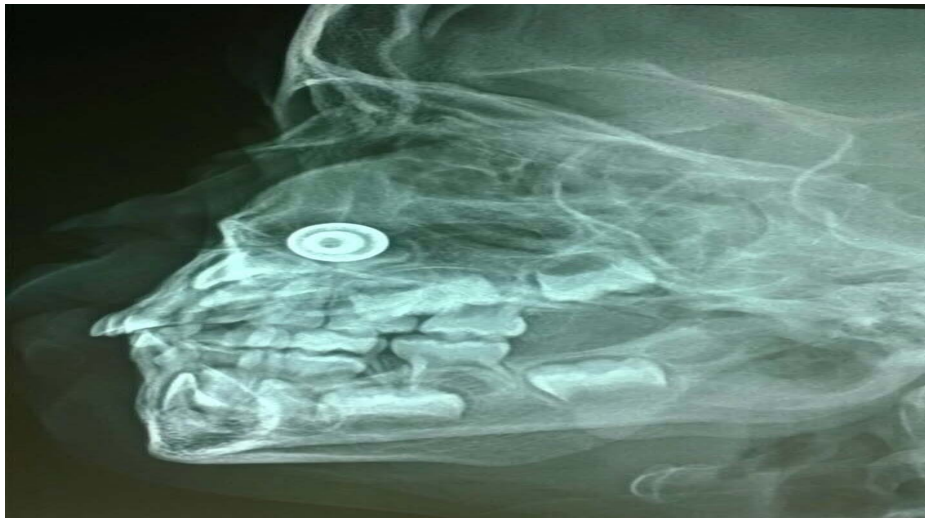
radiographie de la face-profil montrant un CE métallique des fosses nasales
